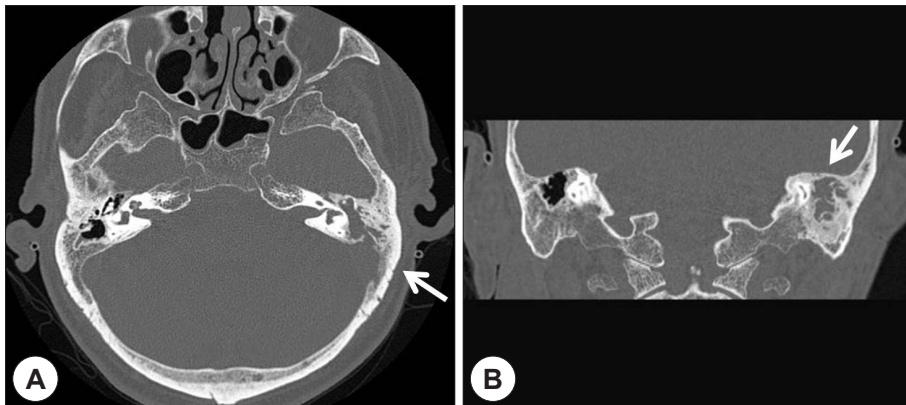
Temporal bone CT demonstrates bony destruction of left lateral bony wall of sigmoid sinus on the axial view (A) and undamaged tegmen tympani on the coronal view (B).
